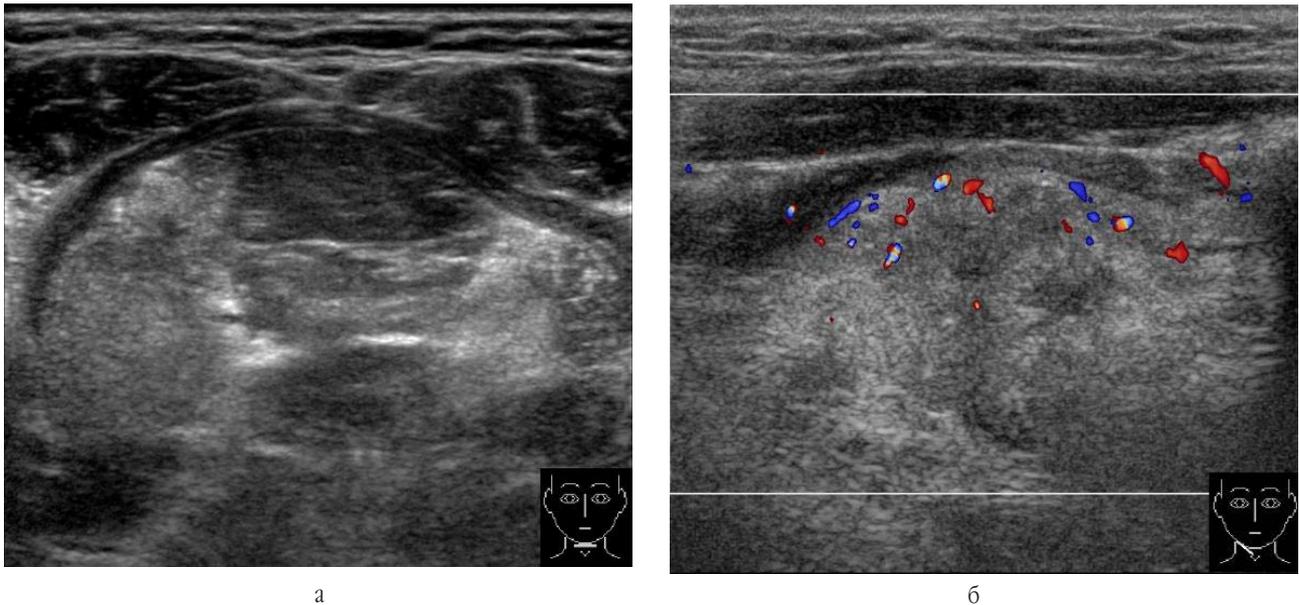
УЗИ. Хронический паренхиматозный сиалоаденит правой подъязычной слюнной железы: а – В-режим – правая железа увеличена в размерах, пониженной эхогенности; б – режим ЦДК – паренхима неоднородной структуры с усиленной васкуляризацией, дифференцируется расширенная протоковая система
